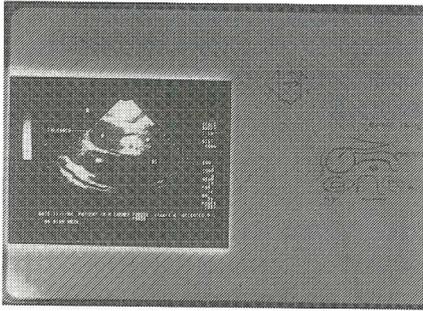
Ecografía del caso número 2: masa quística situada sobre cabeza de páncreas.
